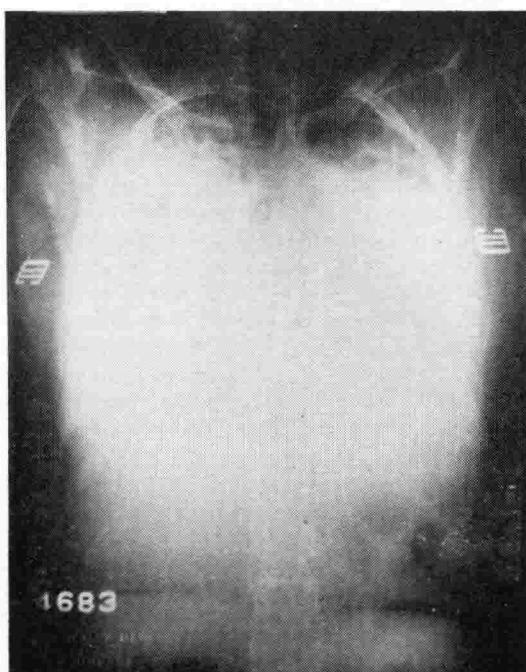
Caso 4. (I. A.) Radiografía torácica tomada 1 año antes de morir. Las calcificaciones sólo son apreciables en los 2 primeros espacios intercostales a la derecha y los 3 primeros a la izquierda. La opacidad es uniforme y completa en el resto de los campos pulmonares y, por lo tanto, no se puede limitar la imagen cardíaca.
